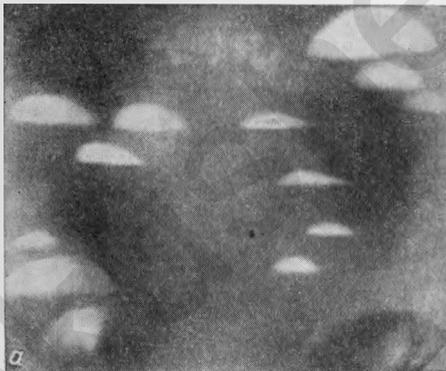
Рентгенологическая картина при завороте тонких кишок.
